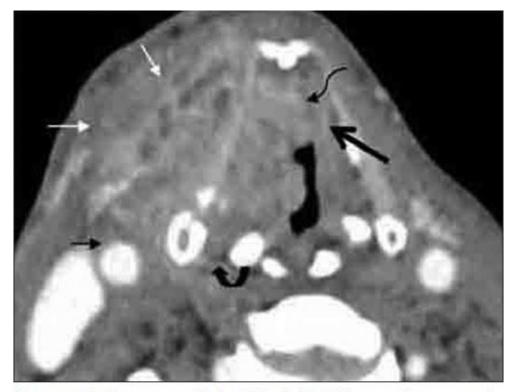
Large transglottic SCC. Axial CT image shows tumor in right true cord, anterior commissure (curved black elbow arrow) and anterior left true cord (thick black arrow). Widened thyroarytenoid gap (curved black arrow), extralaryngeal tumor (thin white arrows) abutting right carotid artery (black arrow)
